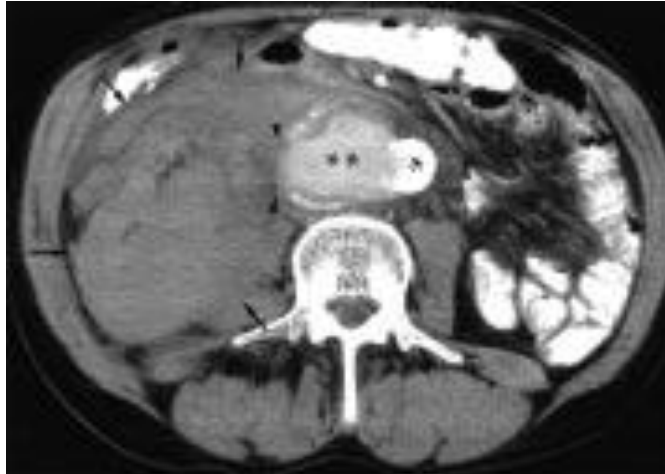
TDM injectée. Aorte (étoile), l'anévrysmes (double étoile) dont la paroi latérale est rompue (têtes de flèches) et un hématome rétropéritonéal (flèches) [63]
